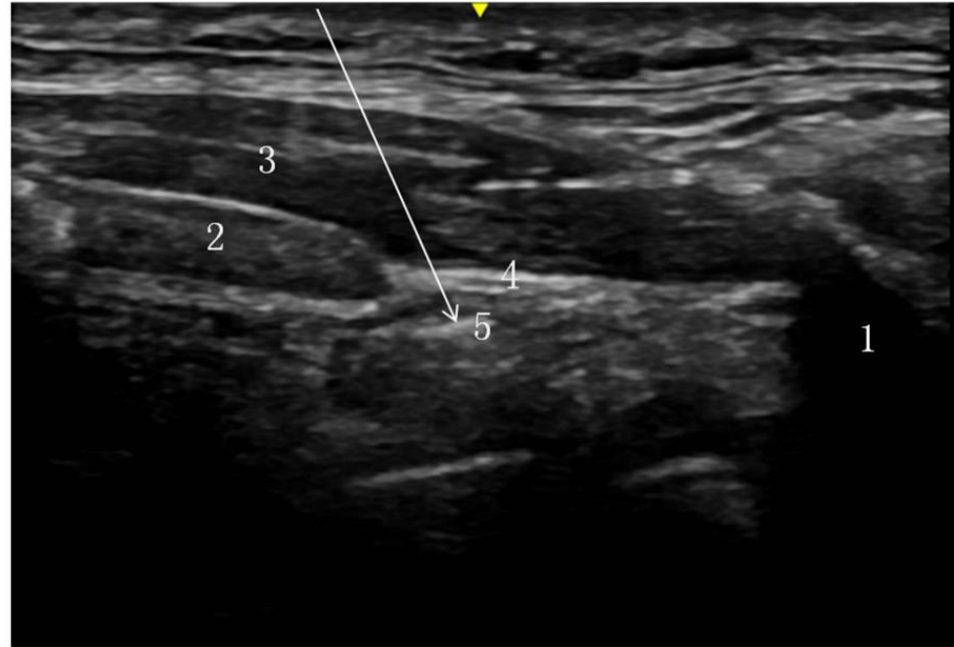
The view of ultrasound-guided superior laryngeal nerve block. Hyoid bone, 1; thyroid cartilage, 2; thyrohyoid muscle, 3; thyrohyoid membrane, 4; superior laryngeal nerve, 5; the arrow denotes the puncture path of the needle.
